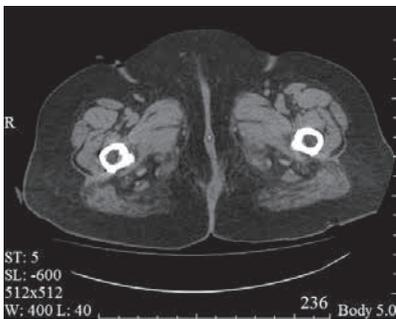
Компьютерная томограмма: после дистанционной лучевой терапии
